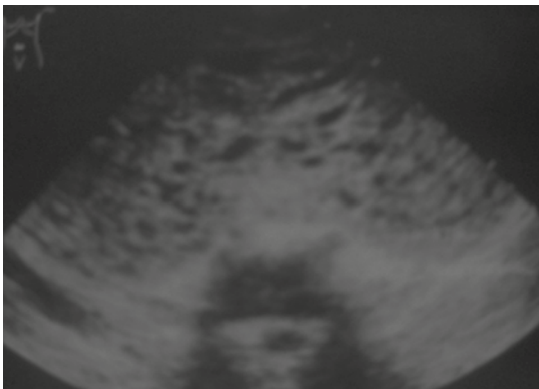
Ultrasonido suprapúbico: imagen en tormenta de nieve compatible con mola total.
